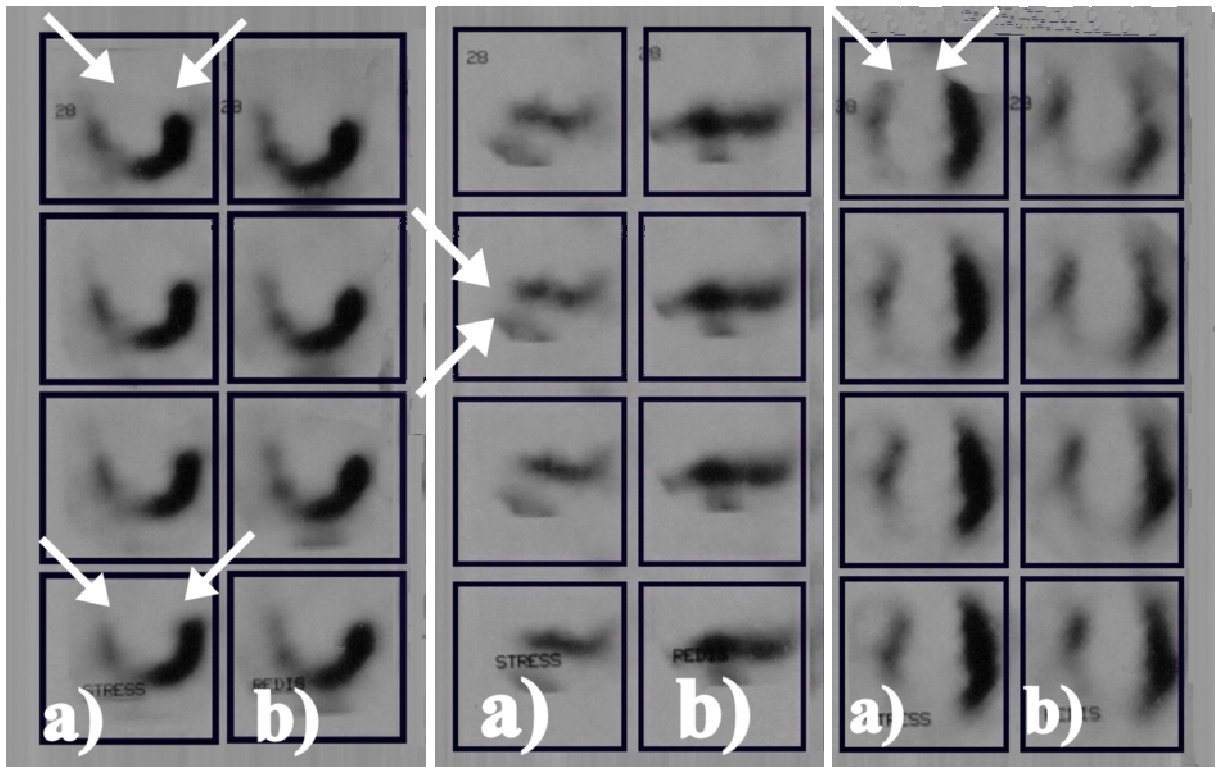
Thallium-201-Myokardszintigraphie bei derselben Patientin wie in den Abb. 7 und 10, a) Stress, b) Reinjektion nach 4 h. Herzachsenorientierte Schnitte - links koronale Schnitte, Mitte transversale Schnitte, rechts sagittale Schnitte. In der F-18-FDG-PET fanden sich Myokardnarben in den linksventrikulären Segmenten 1, 7, 8, 13, und 14. In der TI-201-SPECT zeigte sich keine Aktivitätsbelegung unter Stress (a) und nach Reinjektion nach 4 h (b) in allen diesen Segmenten und in den Segmenten 2, 15 und 16 (Pfeile). Die von der Koronarstenose betroffenen Myokardsegmente 6 und 12 wiesen in (a) und (b) eine deutlich reduzierte Aktivitätsbelegung auf. Eine leichte Besserung war in den Segmenten 1, 2, 7 und 8 vorzufinden, wo die Aktivitätsbelegung aber dennoch deutlich reduziert war.
